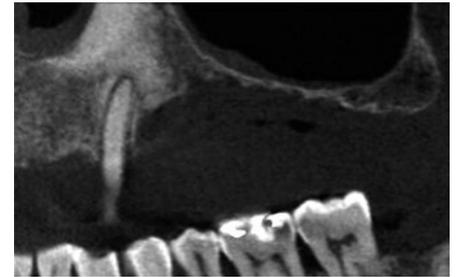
術前のCT像。インプラント埋入部位を|46とした。|6部は既存骨が1mm程度しかなく、スリットリフト(詳細は「インプラント治療 難症例攻略テクニック」参照)によるクリスタルアプローチを選択した。
